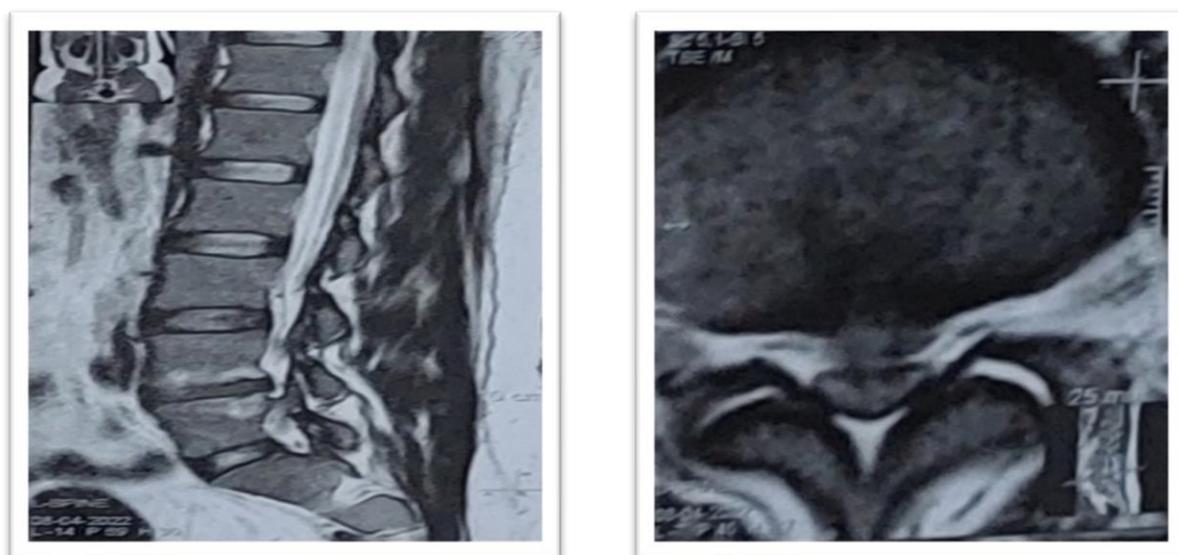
Асептический некроз поясничного отдела позвоночника VL4-VL5 после COVID-19, низкий уровень в проекции T1-VII, высокие сигналы МРТ в проекции T2-VII.
